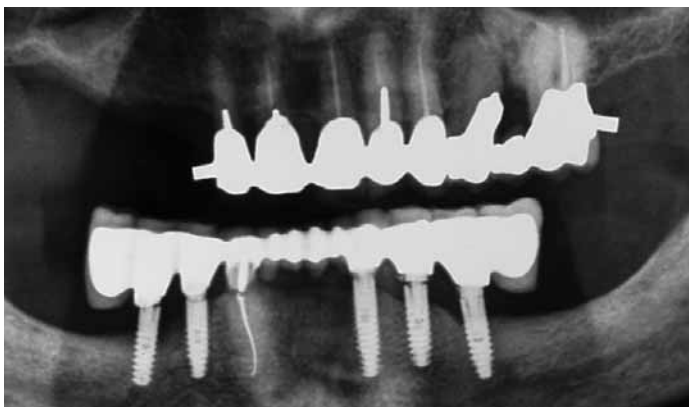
Dental-implantatgetragene Brücke im Unterkiefer bei einem 80-jährigen Patienten. Die Implantataufbauten sind nicht systeminkongruent. Das Röntgenbild zeigt deutliche Zeichen einer Periimplantitis.
